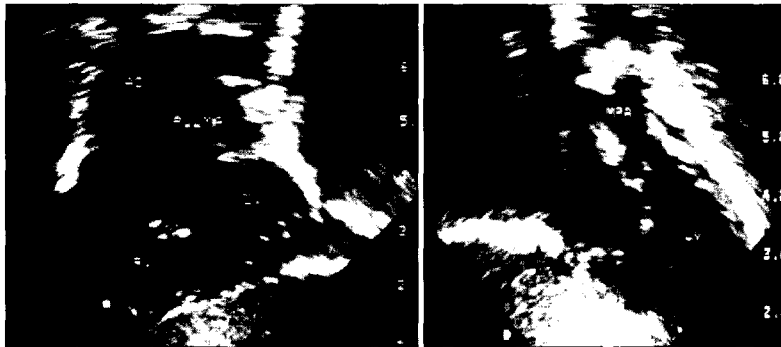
Echocardiographic features of transposition of great arteries.
